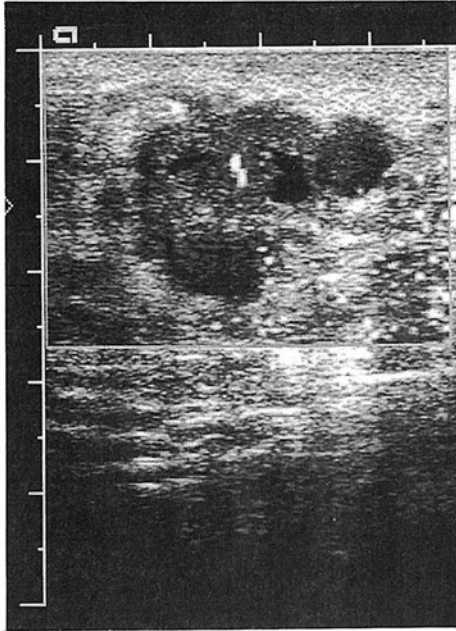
Ultrasonographic finding of patient 2. The irregular margined masses are noticed at the outer lower quadrant of the right breast.
